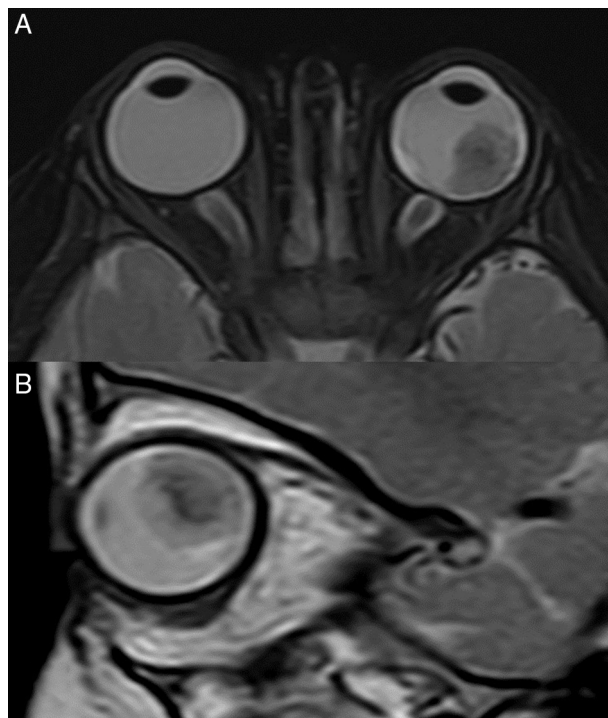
RMN cerebral previa al tratamiento con corte axial T2 con supresión grasa (A) y corte sagital T2 sin supresión grasa (B) con retinoblastoma en globo ocular izquierdo sin compromiso coroideo, nervio óptico o SNC.
